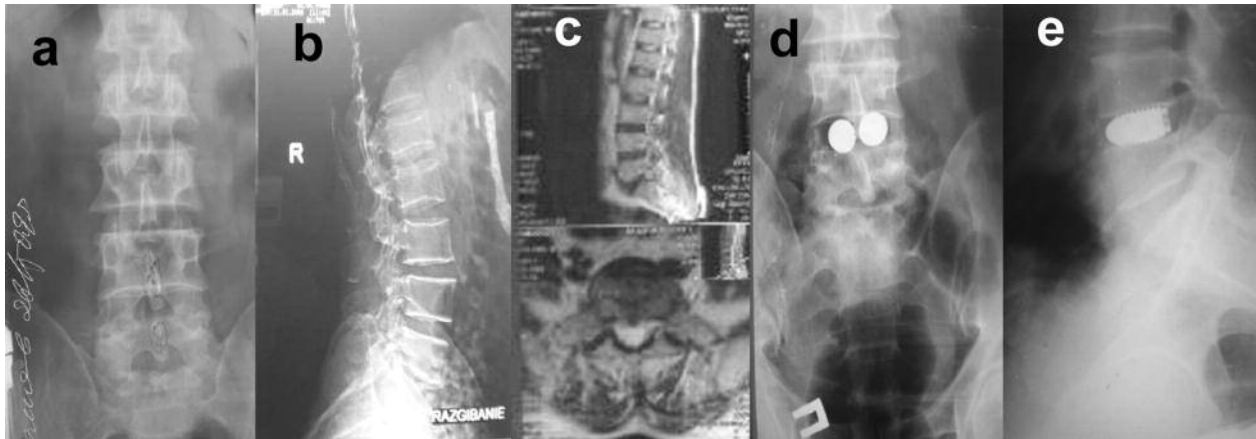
(a,b) Functional spondylograms, (c) sagittal and axial MR images, and (d,e) postoperative one year control radiographies of the patient P with discogenic instability at a level L4-5 because of the protrusion of a disk L4-5 and stenosis of the spinal canal was treated with posterior interbody spondylodesis with titanium cages.
